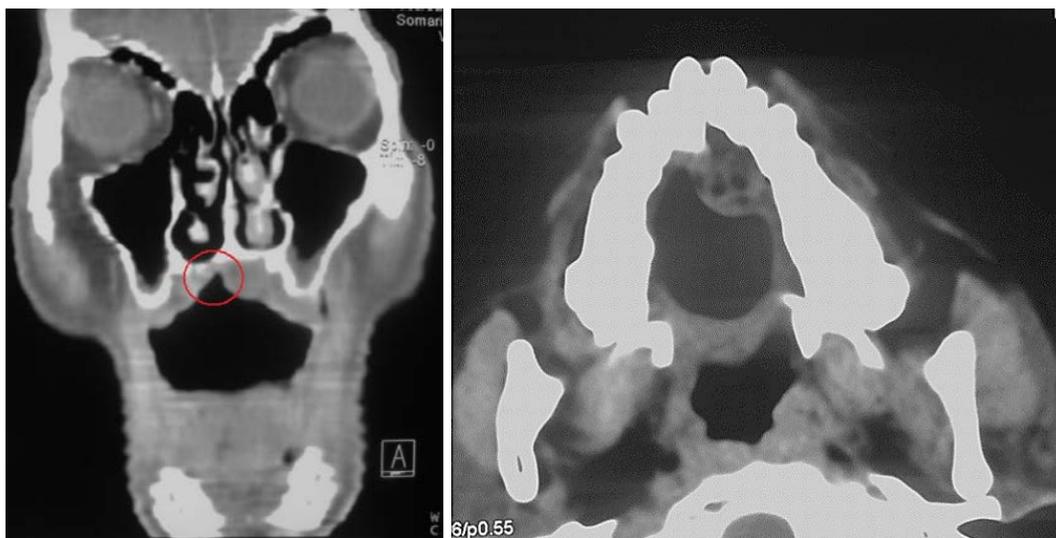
A Vista coronal de una TAC, se aprecia destrucción palatina. B TAC, corte axial lesión en paladar duro y seno maxilar izquierdo.
